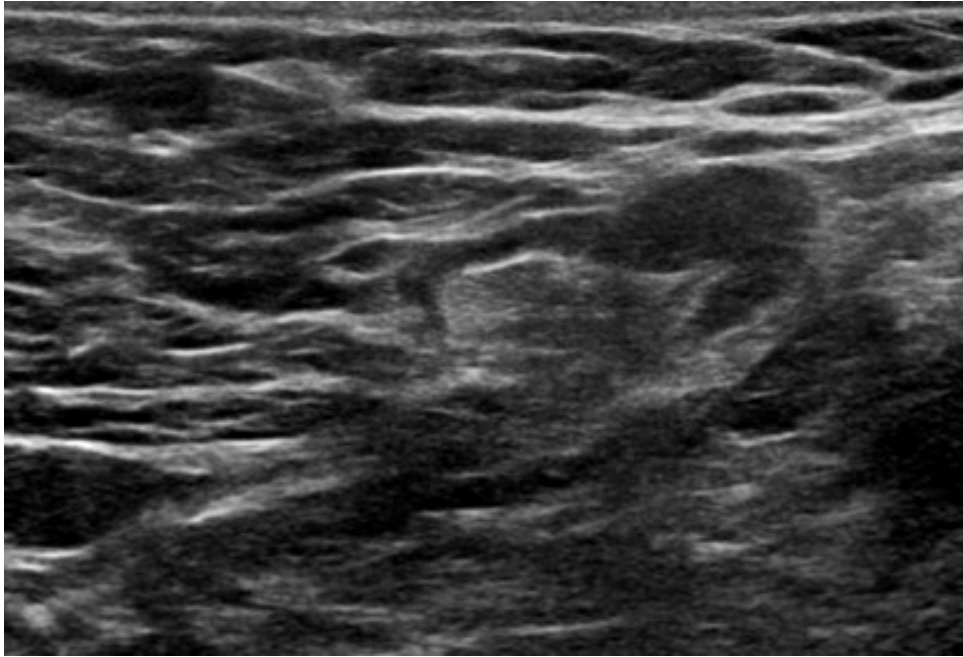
fyziologická uzlina v sonografickém obraze se zachovalým hyperechogenním hilem, štíhlým kortexem, L/T poměr je více než 2
